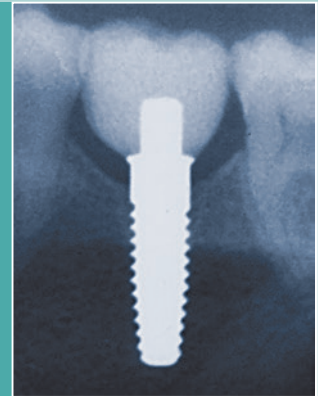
Röntgenkontrolle nach prothetischer Versorgung.
